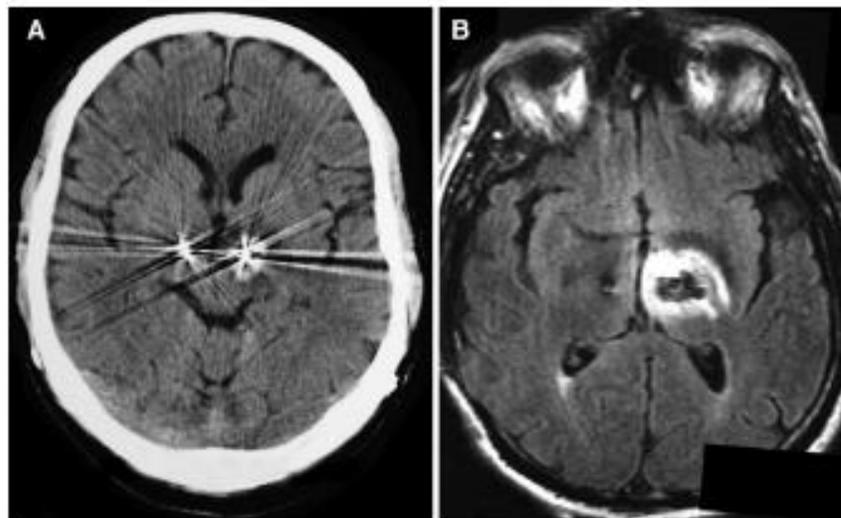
A, computed tomographic scan performed immediately after the lumbar spine MRI scan revealed evidence of a hemorrhage surrounding the left DBS electrode. B, T2-weighted MRI scan of the brain showing edema around the left DBS electrode.
